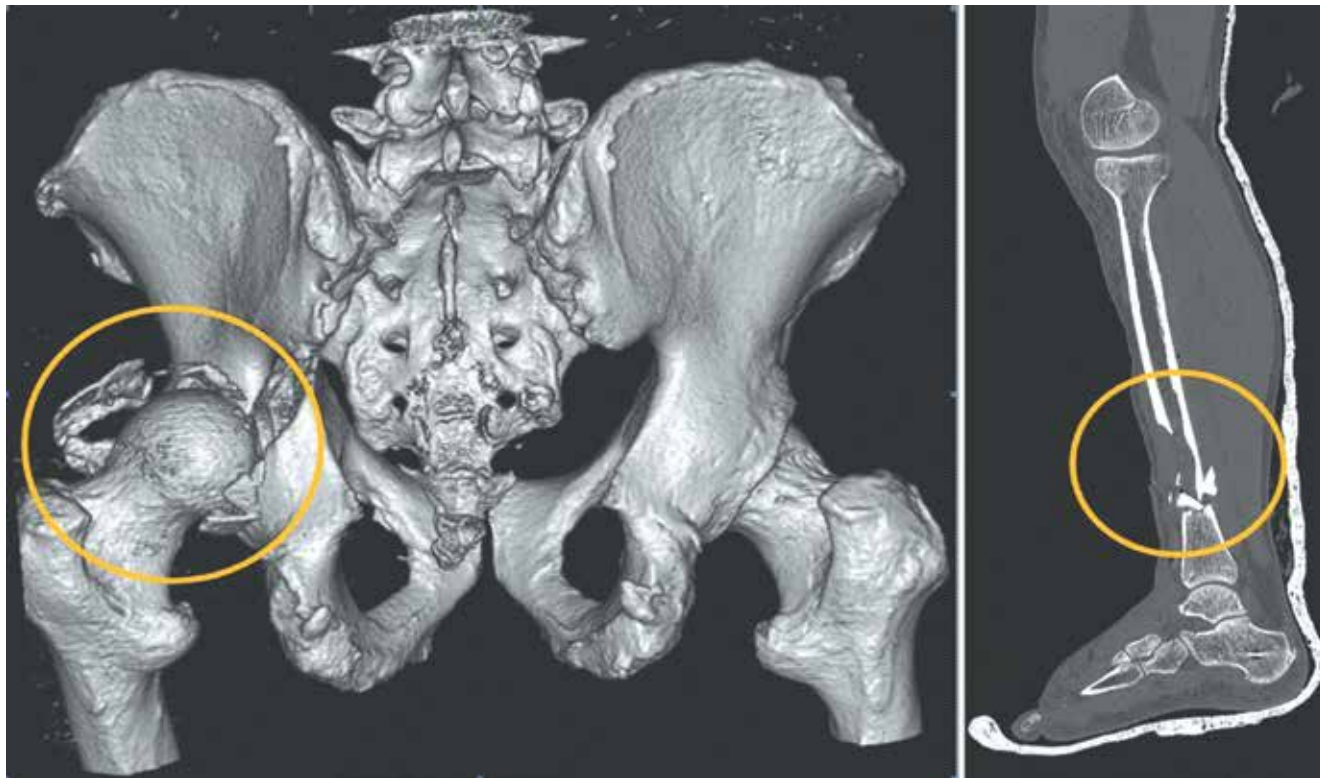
Сочетанная травма таза и правой нижней конечности. Компьютерно-томографическое исследование: а – объемная реконструкция: вколоченный многооскольчатый перелом костей таза, образующих вертлужную впадину правого тазобедренного сустава; б – сагиттальная реконструкция правой голени в гипсовой лонгете: оскольчатый перелом дистальной трети диафиза большеберцовой кости.
